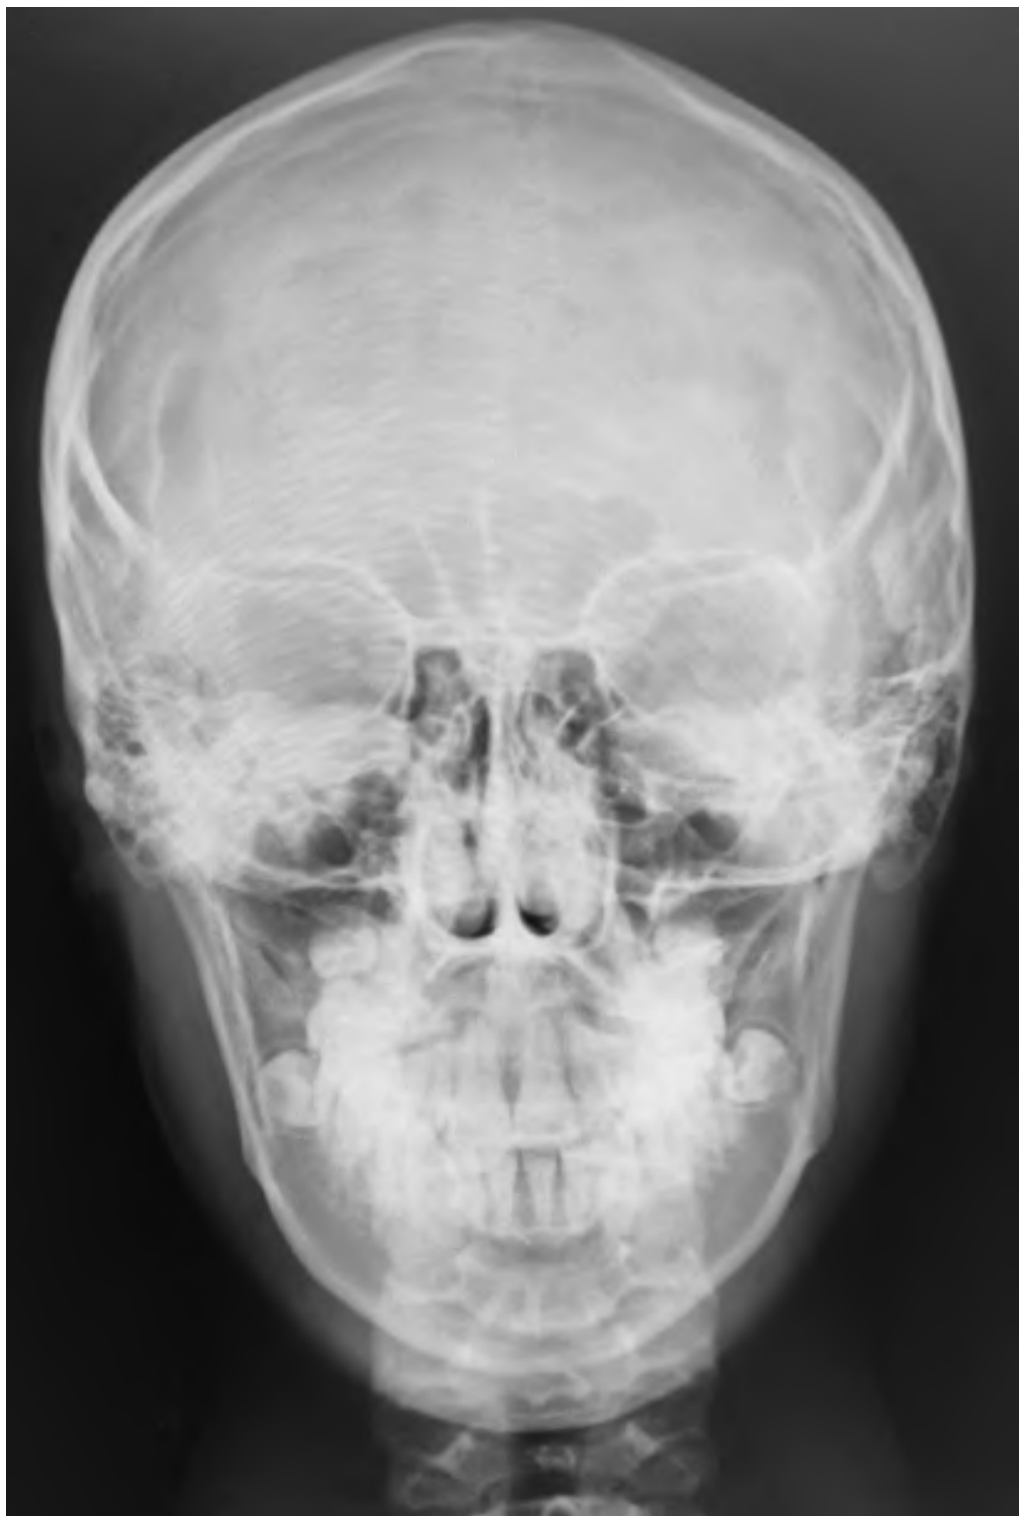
Рентгенограма кісток черепа людини. Пряма проекція.
